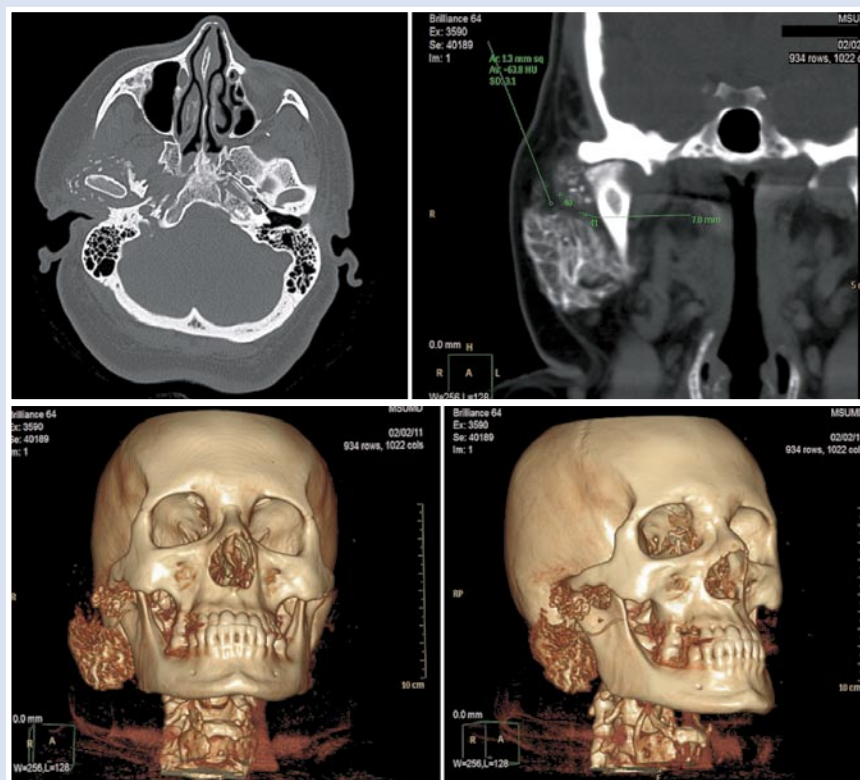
Компьютерные томограммы пациентки Ф. до операции
